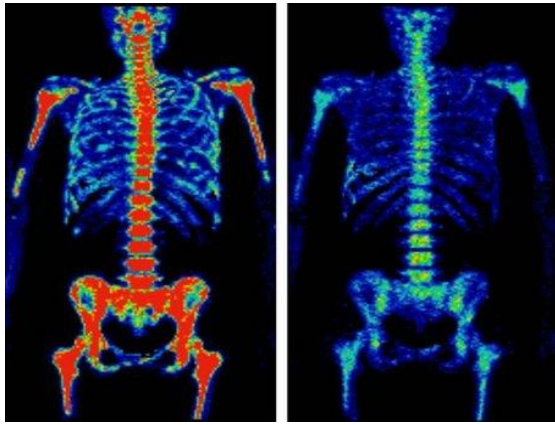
Томограма тулуба людини при ПЕТ
